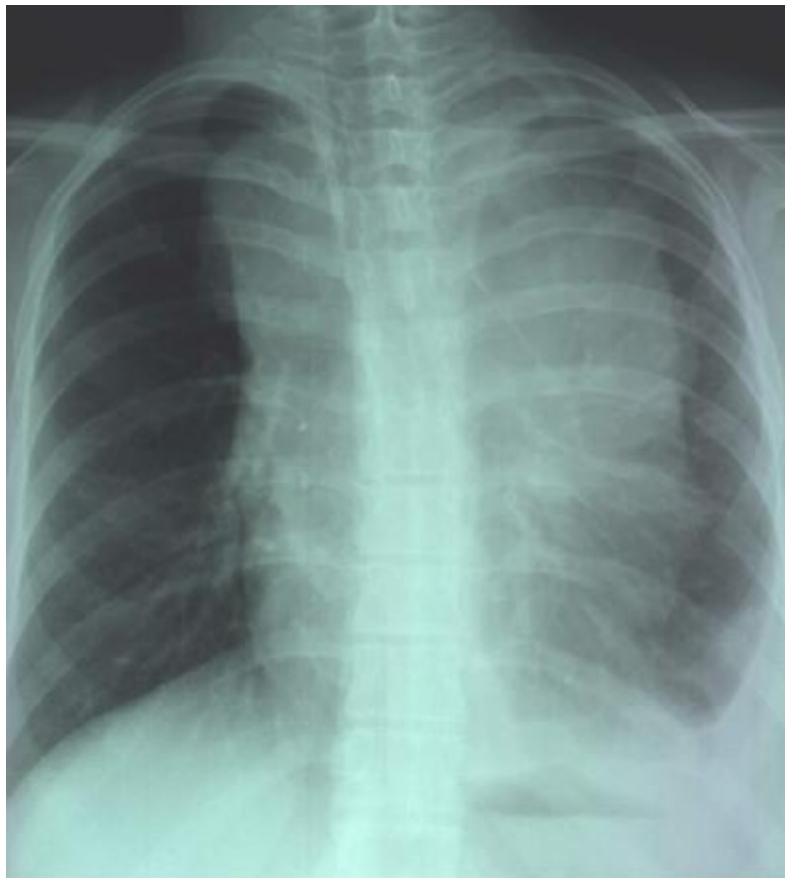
Radiographie thoracique montrant une atteinte médiastinale avec une importante masse tumorale [service de médecine interne, CHU Hassan II, Fès].
